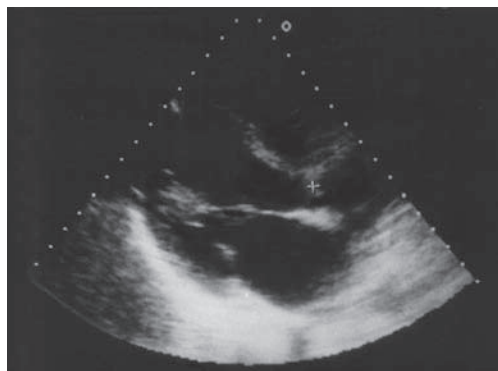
Эхокардиограмма больного К., 42 года. Вегетации на створках аортального клапана (+). Продольное сечение левых камер сердца из парастеральной позиции датчика.
